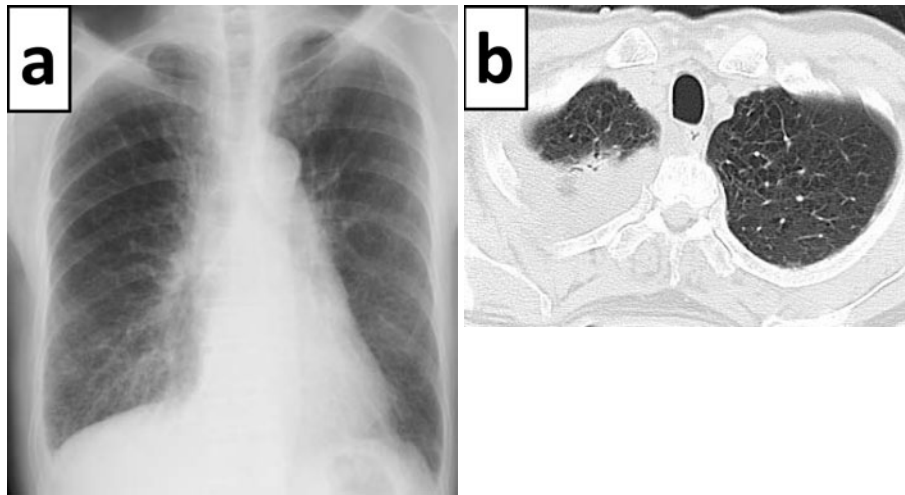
(a) A chest X-ray film showed a reticular shadow in both lower lung fields, and the right costophrenic angle was dull. (b) Chest CT images showed low attenuation areas in both pulmonary areas, consolidation in the right upper lobe, and pleural effusion in the right chest.
